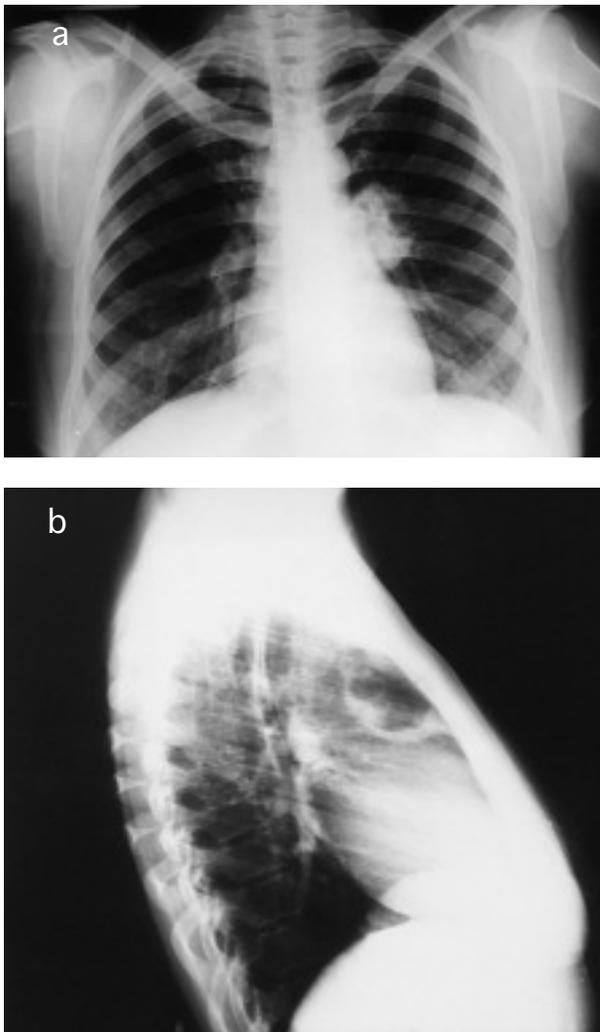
Radiografía de tórax. a) Posteroanterior, lesión cavitaria en vértice del pulmón derecho y parahiliar de pulmón izquierdo. b) Lateral, lesión cavitaria que corresponde al vértice del pulmón derecho.
